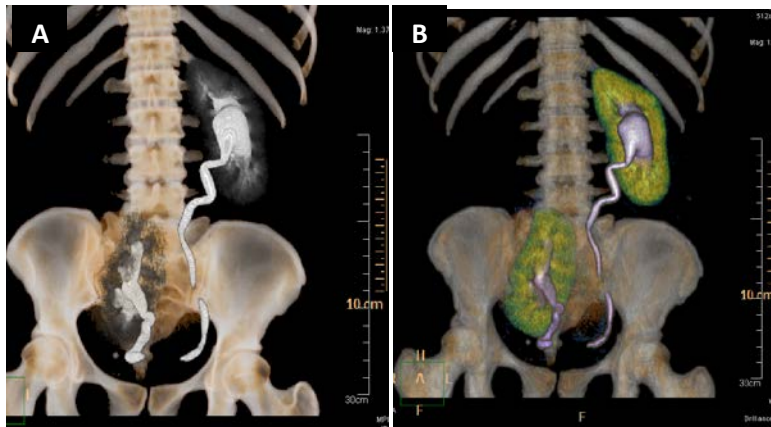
ERS bilateral de una mujer de 46 años. (A) y (B) Reconstrucción volumétrica coronal en TC, fase excretora. Fosa renal derecha vacía, riñón derecho ectópico ilíaco o lumbar y riñón izquierdo ectópico abdominal. Nótese el eje renal derecho de orientación vertical y el uréter derecho de menor longitud, así como la alteración de la rotación de ambos riñones con disposición anterior de sus pelvis.
